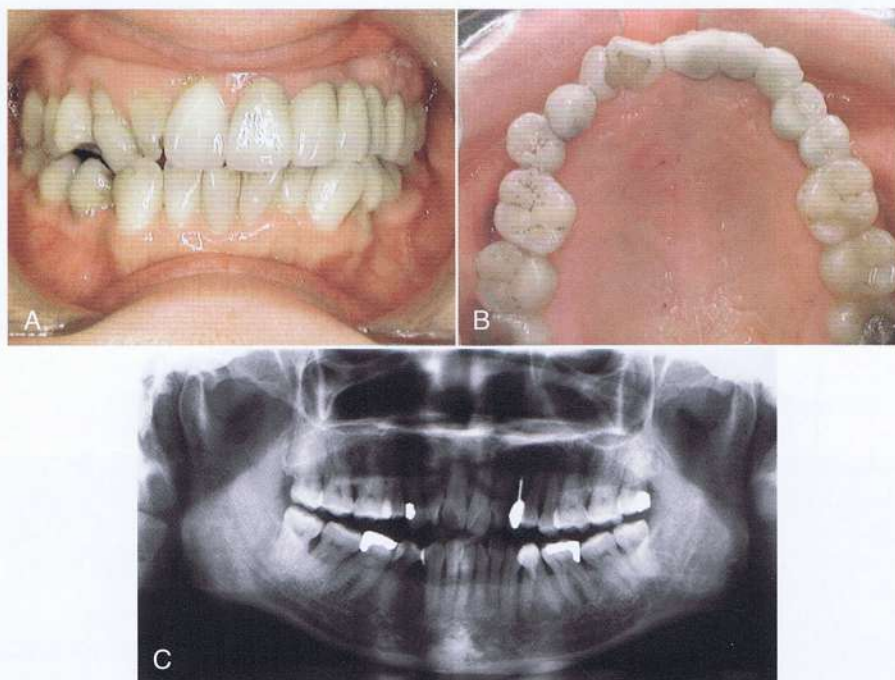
Paciente femenina de 50 años de edad se presentó poco después de la colocación de una prótesis fija por su odontólogo general. A y B, las fotografías intraorales revelan un intento de reemplazo de cinco unidades dentales después de la extracción del canino superior izquierdo debido a un fallo del poste y corona central. No se ha considerado la maloclusión pre-existente y los contornos aberrantes resultantes en la prótesis final comprometida. C, la radiografía pre-tratamiento revela claramente los problemas periodontales significativos e irregularidades que no se abordaron en el marco del plan general de tratamiento.
